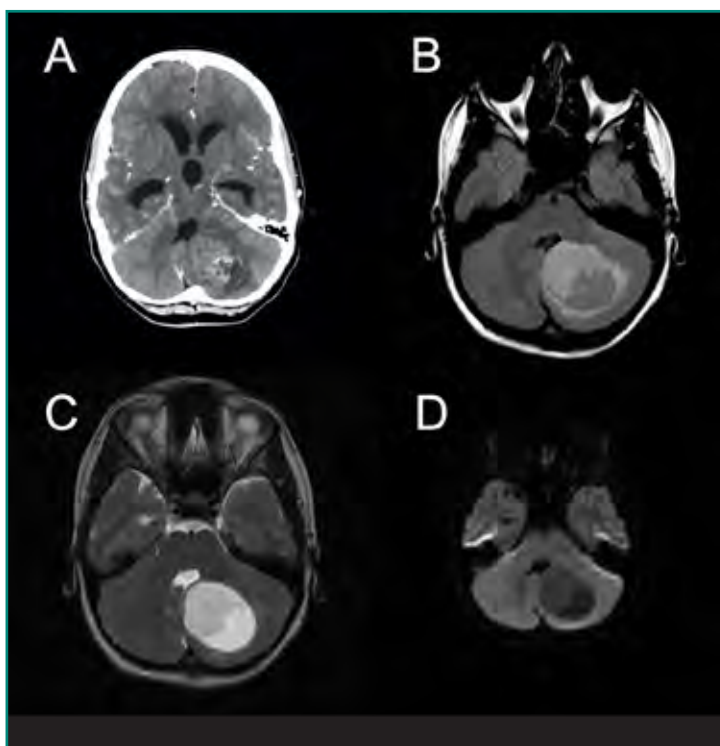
Astrocitoma pilocítico (grado I OMS). A: TC con contraste i.v. Tumoración cerebelosa izquierda sólido-quística, con margen nodular medial y captación irregular. Ejerce efecto de masa sobre el cuarto ventrículo, condicionando dilatación del sistema ventricular (hidrocefalia obstructiva); B, C y D: secuencias de RM cerebral FLAIR, T2 y difusión respectivamente. Proceso expansivo intraparenquimatoso cerebeloso izquierdo sólido-quístico, bien delimitado, con efecto de masa sobre el IV ventrículo.
